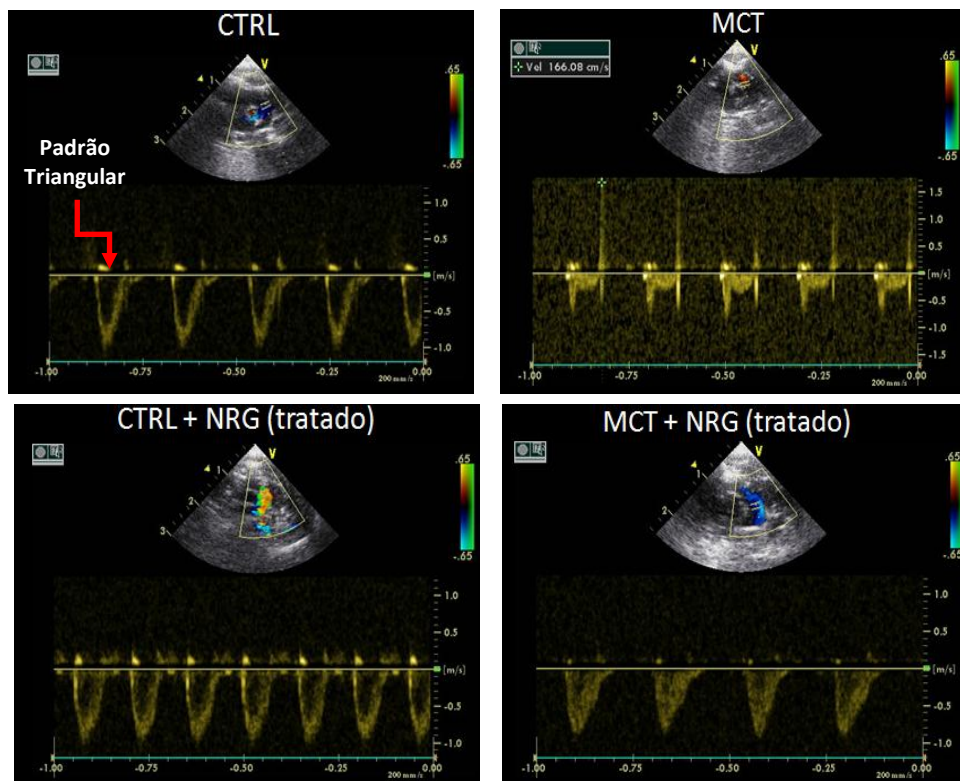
Imagens de Doppler pulmonar nos diferentes grupos experimentais
